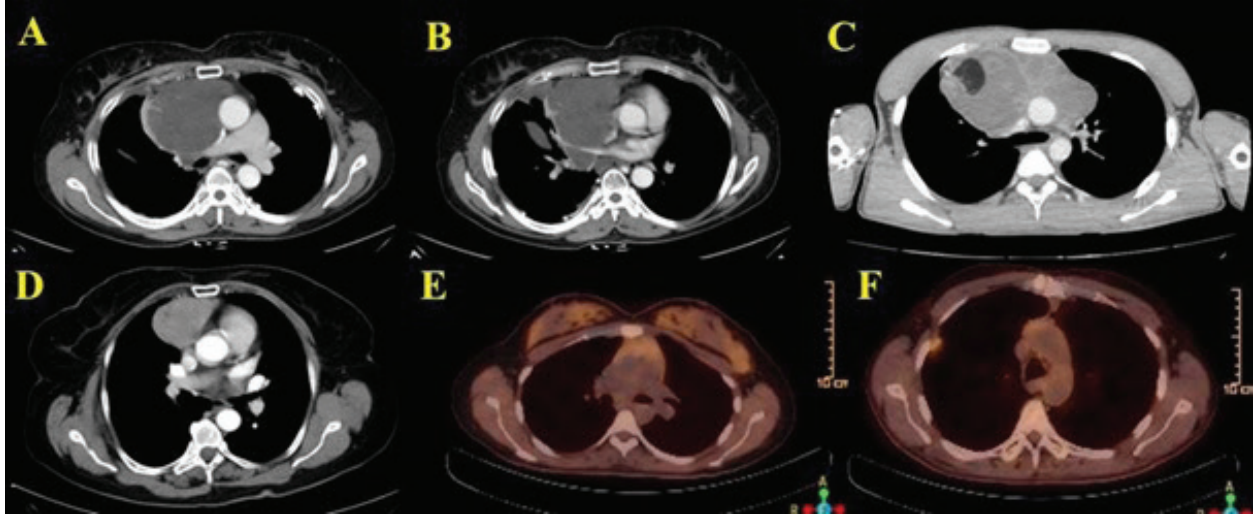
(A) fibromiksoid sarkomu olan 55 yaş bayan hasta, (B) matür kistik teratomu olan 22 yaş erkek hasta, (C) timik hiperplazisi olan 27 yaş bayan hasta, (D) timik hiperplazisi olan 30 yaş bayan hastaya ait CT görüntüleri ve (E) 64 yaş bayan timomalı hasta ve (F) 56 yaş erkek timik ve skuamöz hücreli karsinomu olan hastanın PET-CT görüntüleri.
